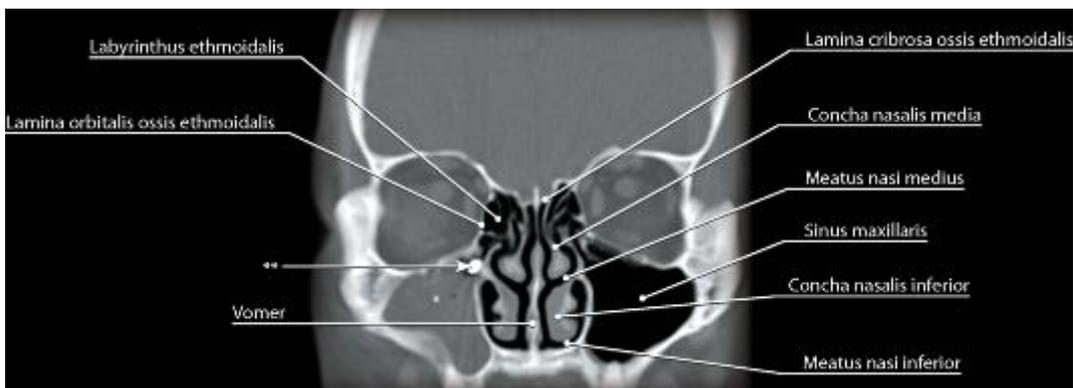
Полость носа и околоносовые пазухи. Компьютерная томограмма. Фронтальный срез: * - клиническое наблюдение - отёк слизистой оболочки правой верхнечелюстной пазухи;  - клиническое наблюдение - инородное тело (пломбирочный материал) в правой верхнечелюстной пазухе
